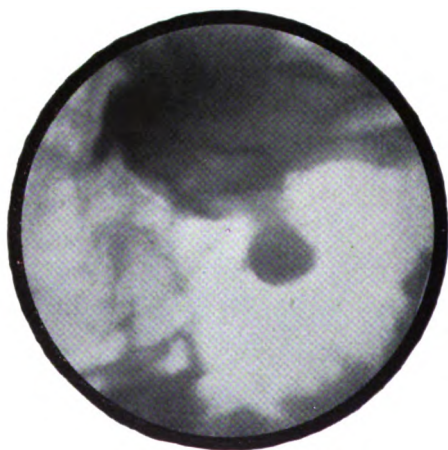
Nische am absteigenden Duodenum eines nach Billroth I resezierten Magens. Konkavität des umgebenden Profils. Operation: Prof. Goetze (Chir. Klinik). Kalloses Ulkus in Papillenhöhe (nach Goetze, Fortschr. d. Röntgenstr. XXXII, 1924, 1. Kgrhft. S. 33, ausf. Protokoll).
